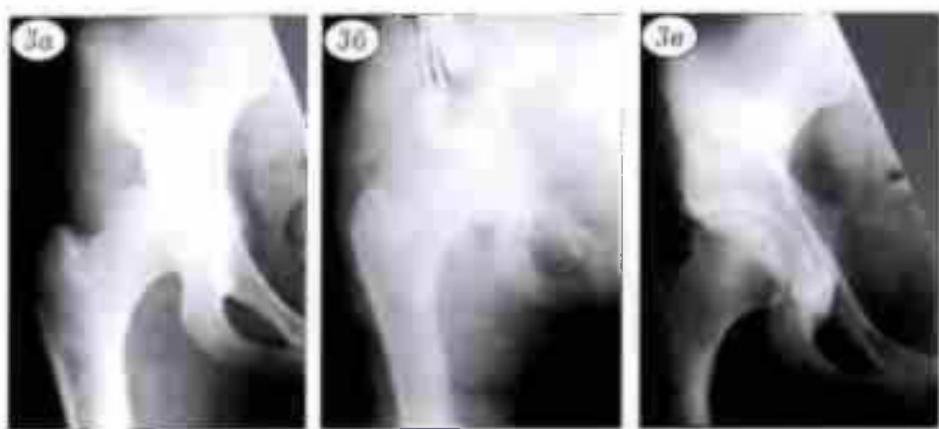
Рентгенограммы больной П. 17 лет. Диагноз: подвывих левого бедра, диспластическийcoxартроз IIb стадии:
